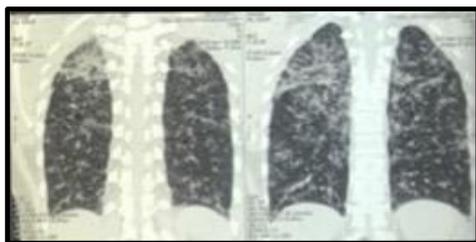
КТ ОГК от 14.10.2019
